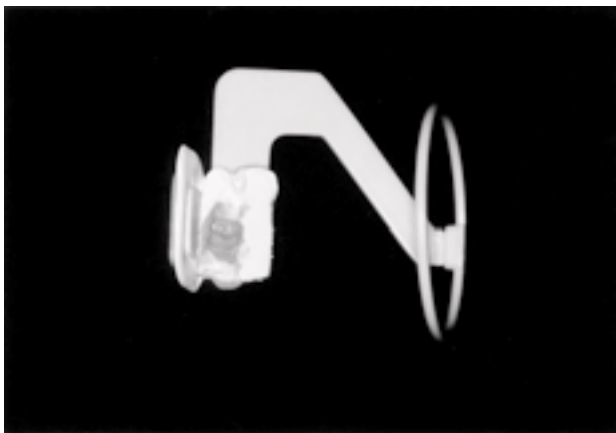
Moldagem reembasada adaptada ao posicionador infantil para padronização das radiografias.
